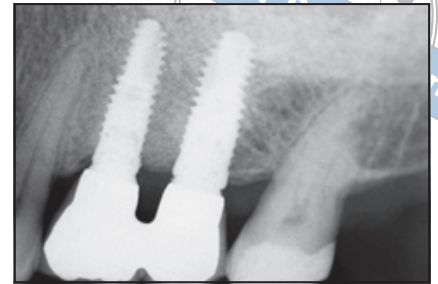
Röntgenbefund nach einjähriger funktioneller Belastung.
